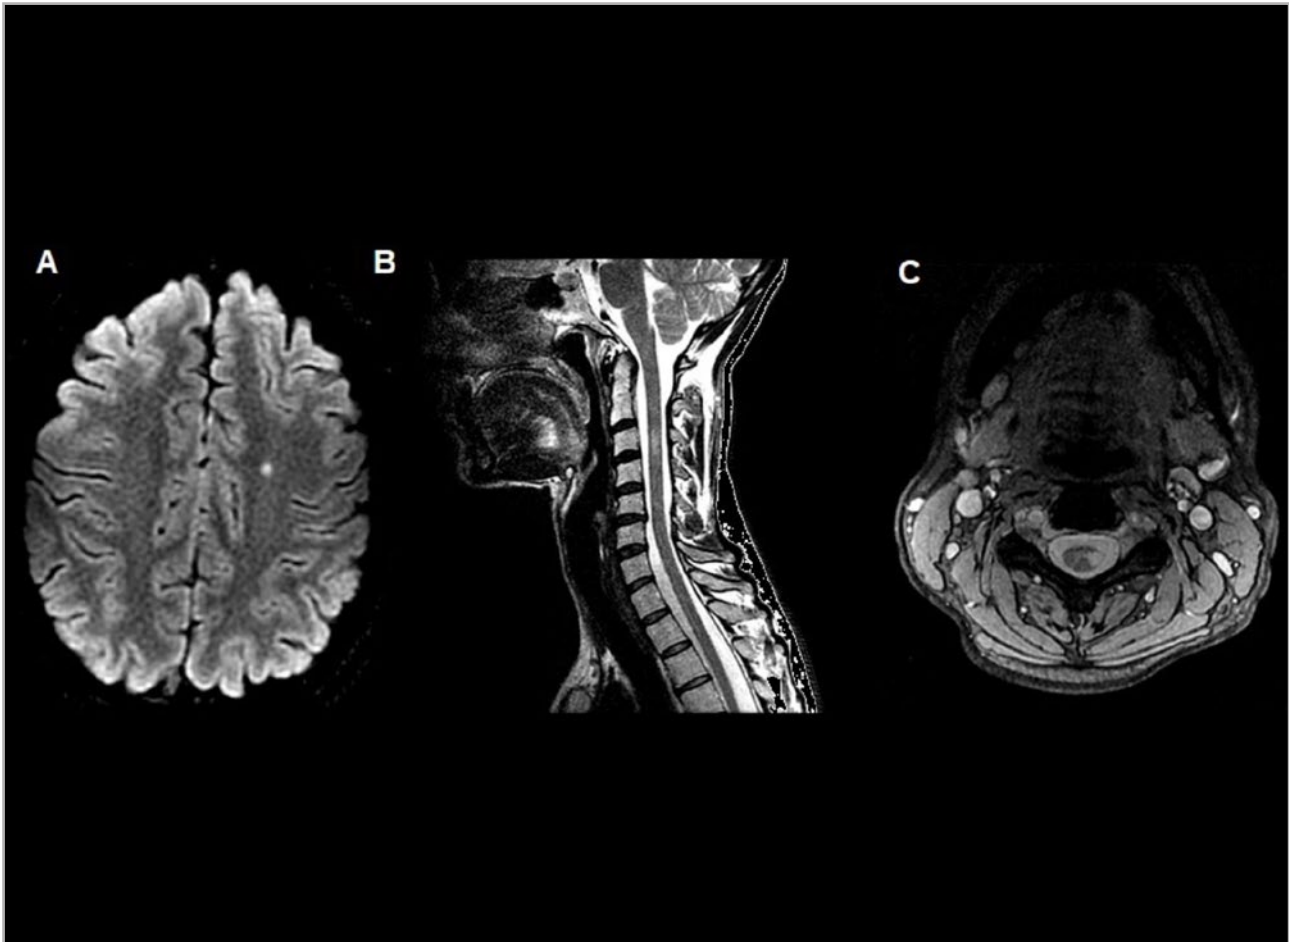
Resonancias magnéticas (RM) realizadas en el estudio inicial. A: RM cerebral (plano axial, secuencia T2), con lesión hiperintensa en el centro semioval izquierdo en la secuencia T2; B: RM medular cervicodorsal (plano sagital, secuencia T2), con lesión hiperintensa en el cordón medular izquierdo a nivel de C3; C: RM medular cervical (plano axial, secuencia T2), con lesión hiperintensa en el cordón medular izquierdo a nivel de C3.
